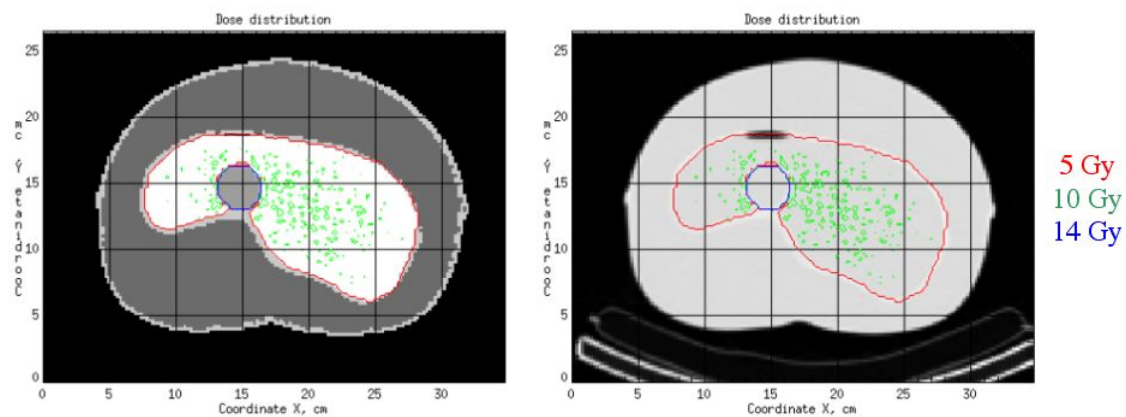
Isodoses superposées aux images anatomiques segmentées CT (gauche) et initiales (droite) obtenues pour les activités cumulées théoriques réparties de façon homogène dans les organes (cas 1).
